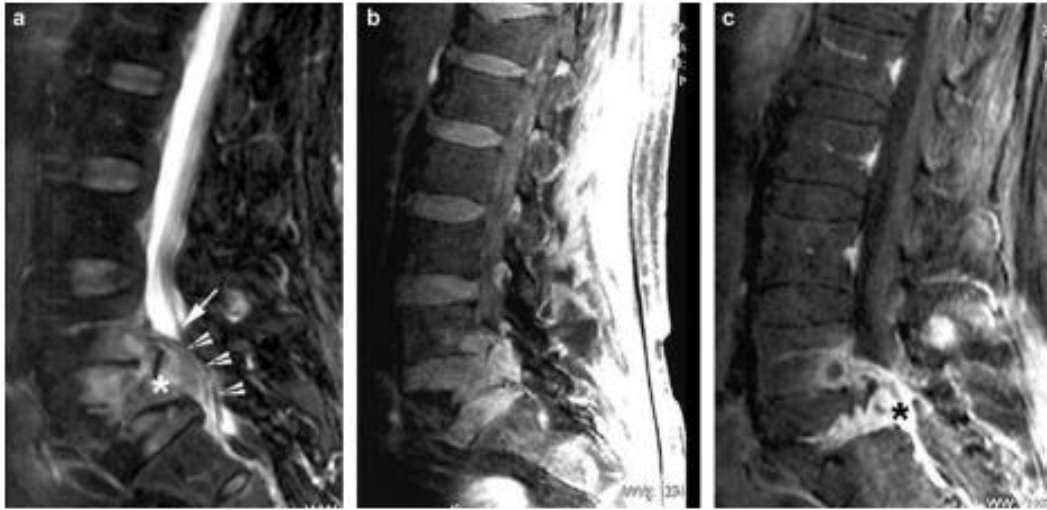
MRI sekuens T2 STIR (a) dan T1WI pre-contrast (d) dan setelah pemberian gadolinium dan (FS) supresi lemak (e); penurunan intensitas sinyal dari sumsum lemak meningkatkan visibilitas sumsum tulang patologis. Di sisi lain, lesi dapat "tersamarkan" dengan pemberian gadolinium (b,c). (Sumber : R. Guillemina et al – 2007)
